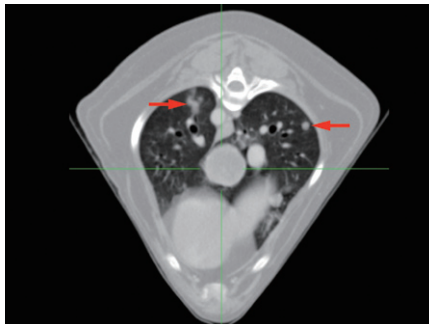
CT検査では赤矢印で示すX線検査では確認不可能な微小肺転移像を確認することが可能である。
